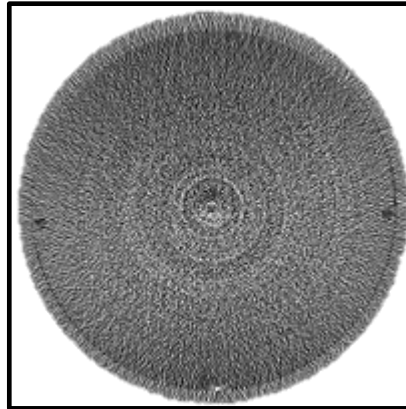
Représentation de l'artéfact en anneau sur une coupe transverse d'image CBCT.
